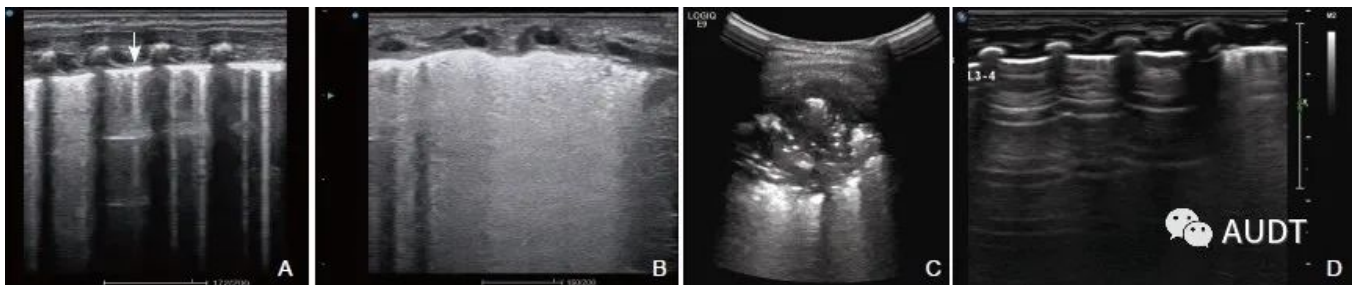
新生儿肺部疾病超声检查。A：超声显示肺野胸膜线增厚、模糊(箭头所示)，A线消失；B：不同密度的B线代表不同程度的肺泡-间质综合征改变，甚至“白肺”样变；C：肺实变，至肺野深部，呈块状；D：超声显示双肺点，即正常肺组织和含水量增多的组织分界处。
